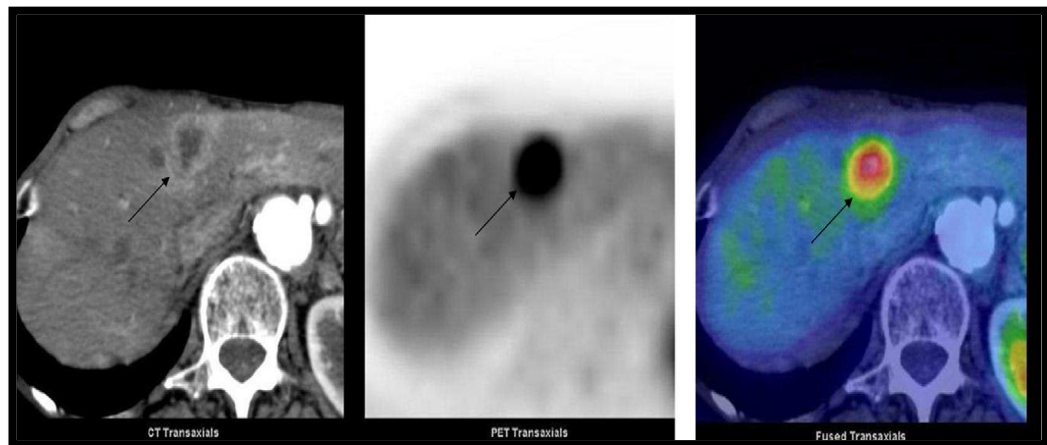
Resultado concordante para la identificación de metástasis. Corte axial de CT con sustancia de contraste, PET, PET/CT con contraste de una lesión secundaria hipermetabólica hepática.
